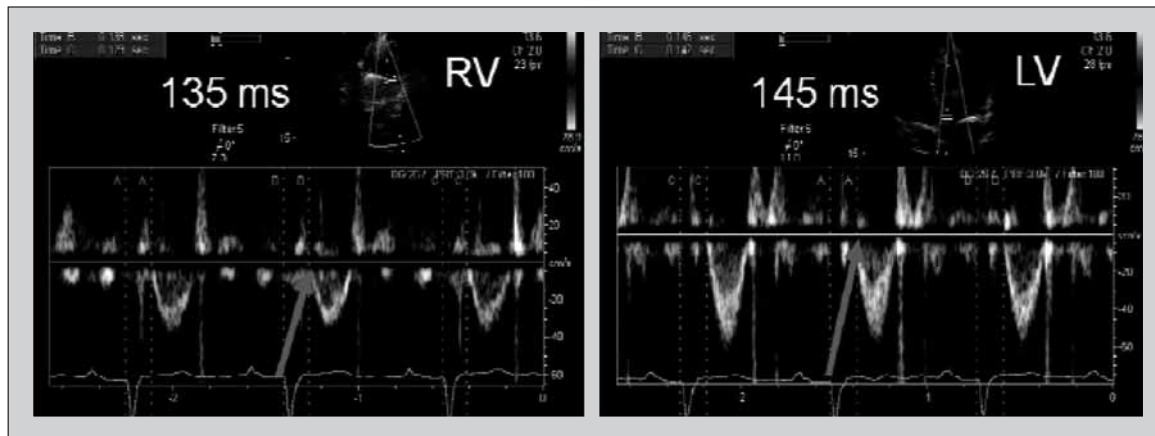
Dissincronia interventricolare calcolata con il Doppler pulsato: a sinistra calcolo del ritardo elettromeccanico del ventricolo destro (REMVD), a destra calcolo del ritardo elettromeccanico del ventricolo sinistro (REMVS). La differenza tra REMVS e REMVD permette di calcolare il ritardo elettromeccanico interventricolare (IVMD).
